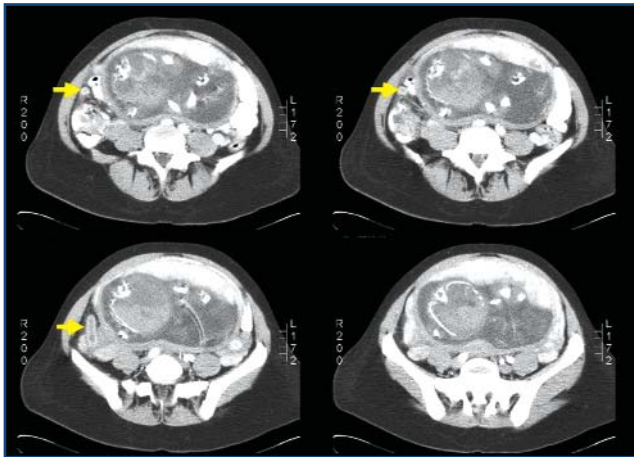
TAC de embarazada en el tercer trimestre: feto en el centro y una imagen redondeada y alargada al final, en cuadrante inferior derecho, con captación periférica de contraste compatible con una apendicitis aguda (flechas amarillas).
